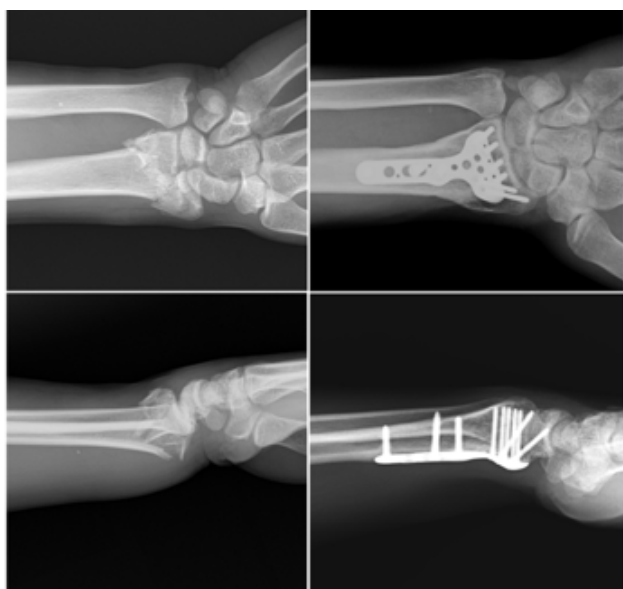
Pre-op and 15 months follow-up x-rays of a patient
